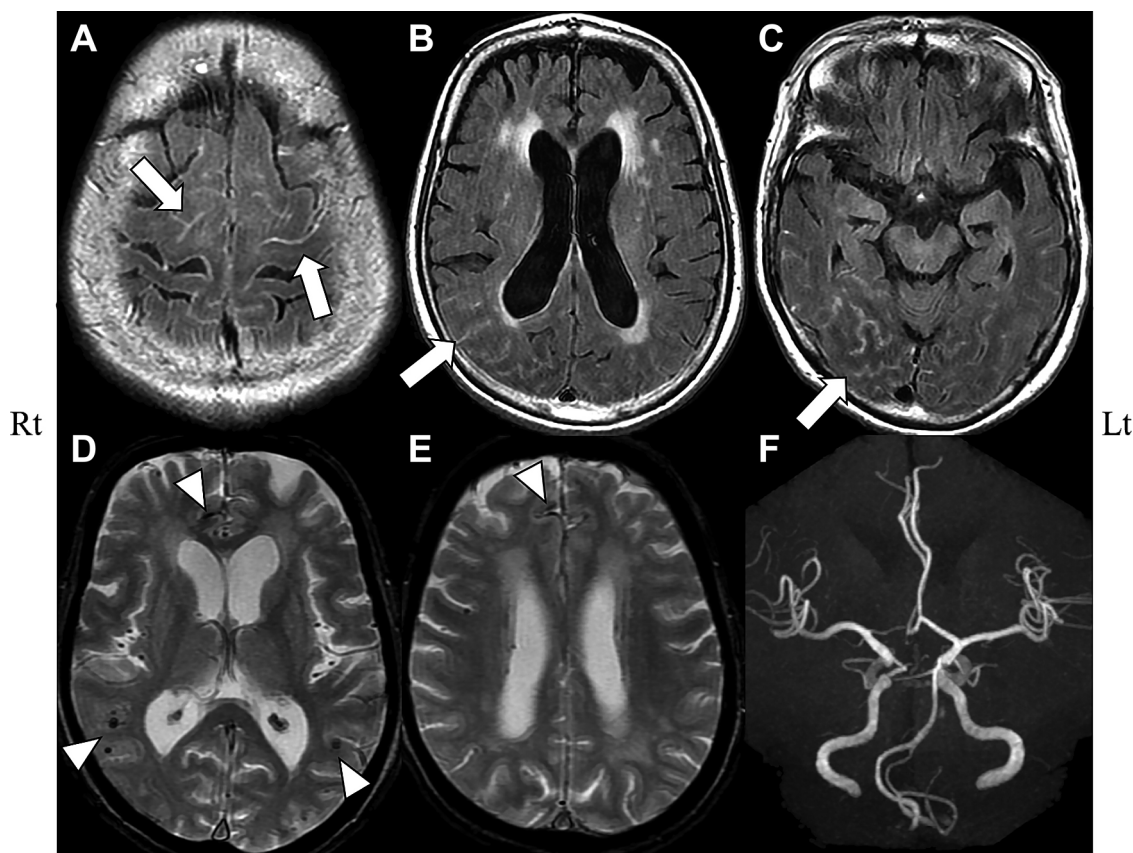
Brain MRI findings on admission.
